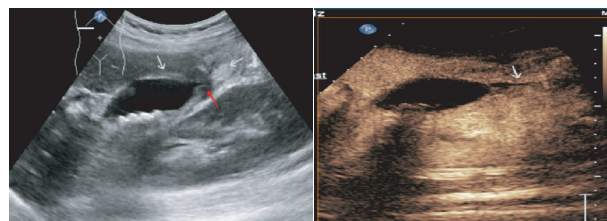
二维超声示胆囊底部增厚 图 2 超声造影示线状无增强区并连续性中断 (箭头示) 与十二指肠相通 (箭头示)
